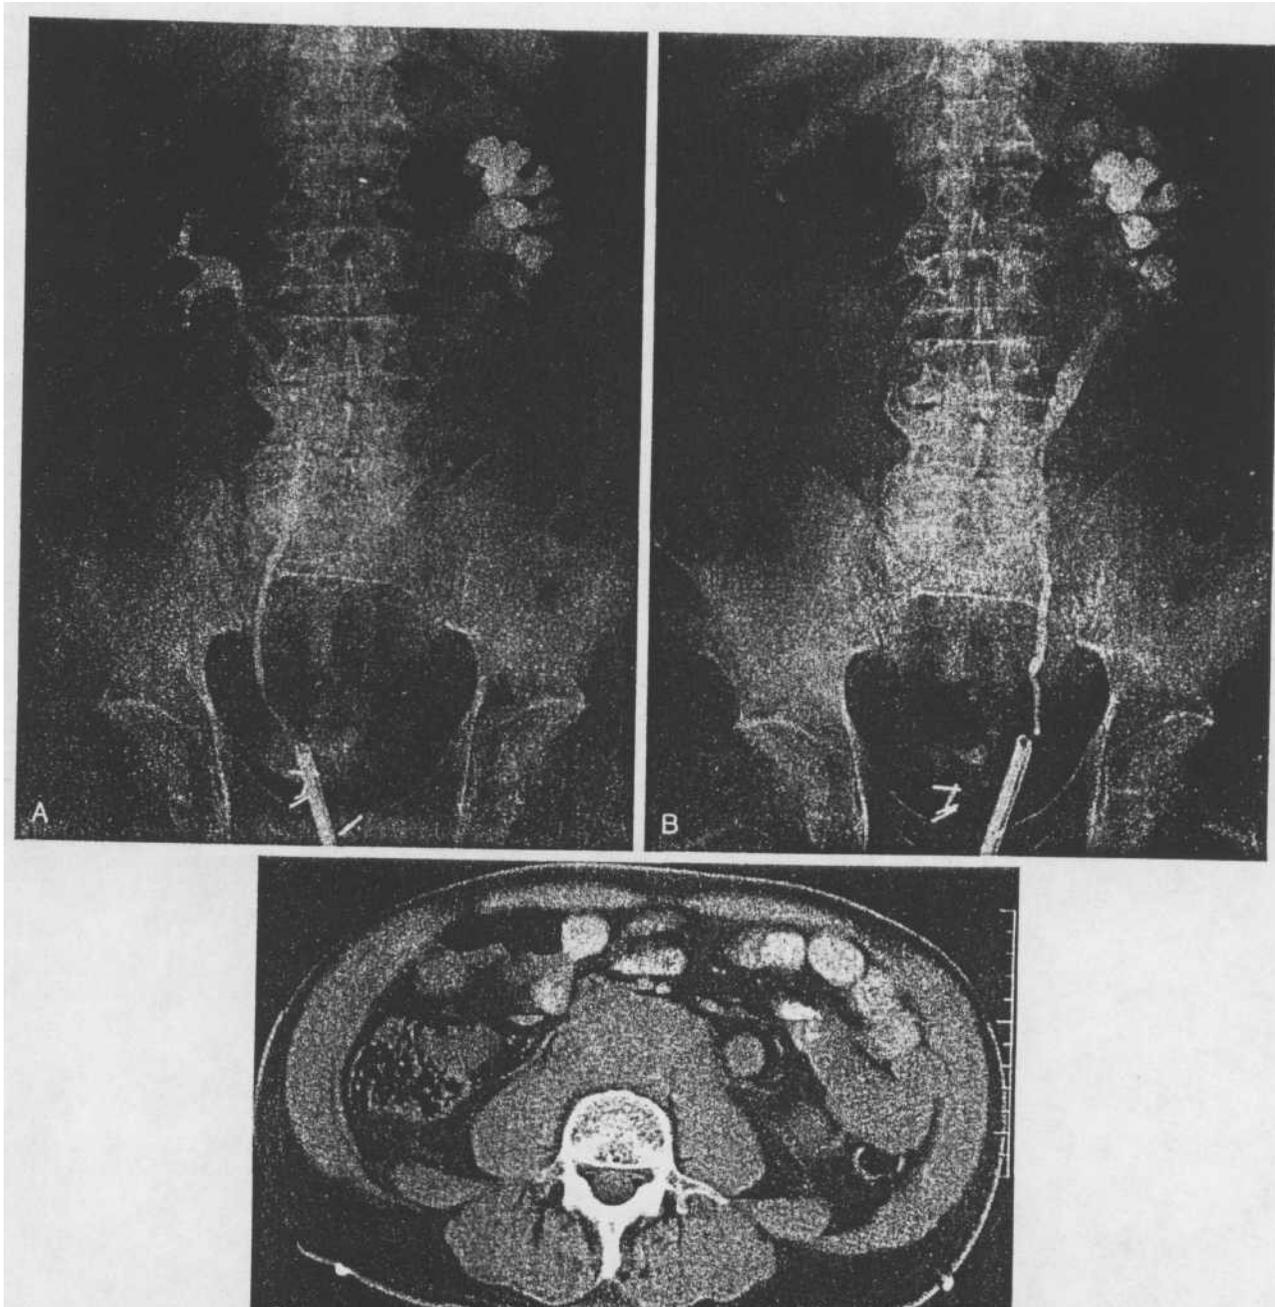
Ретроперитонеальный фиброз. А. Левосторонняя ретроградная уретерограмма, можно видеть медиальное смещение среднего сегмента мочеточника. В, правосторонняя ретроградная уретерограмма, можно видеть медиальное смещение мочеточников в той же области, что и на левой стороне. С, Компьютерная томография, виден участок плотного фиброза, который вызывает обструкцию мочеточника.
